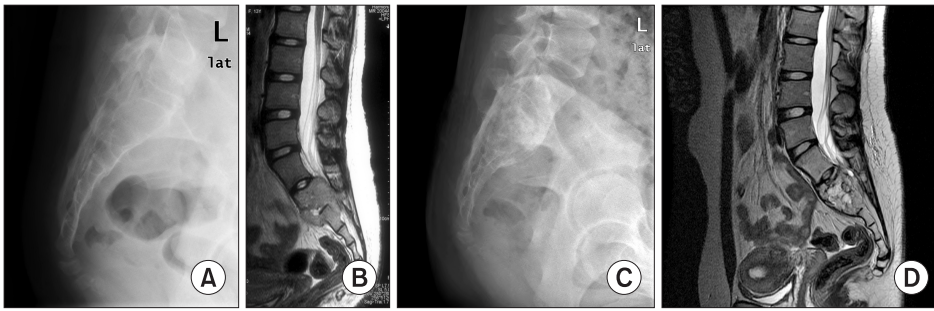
Fourteen-year-old woman suffered from a perianal numbness and defecation difficulty. (A, B) Initial simple lateral X-ray and T2 weighted sagittal MRI shows a giant cell tumor at S2-S3. (C, D) 5 years later after the radiation treatment, Simple lateral X-ray and T2 weighted sagittal MRI shows sclerotic change and stationary lesion.
